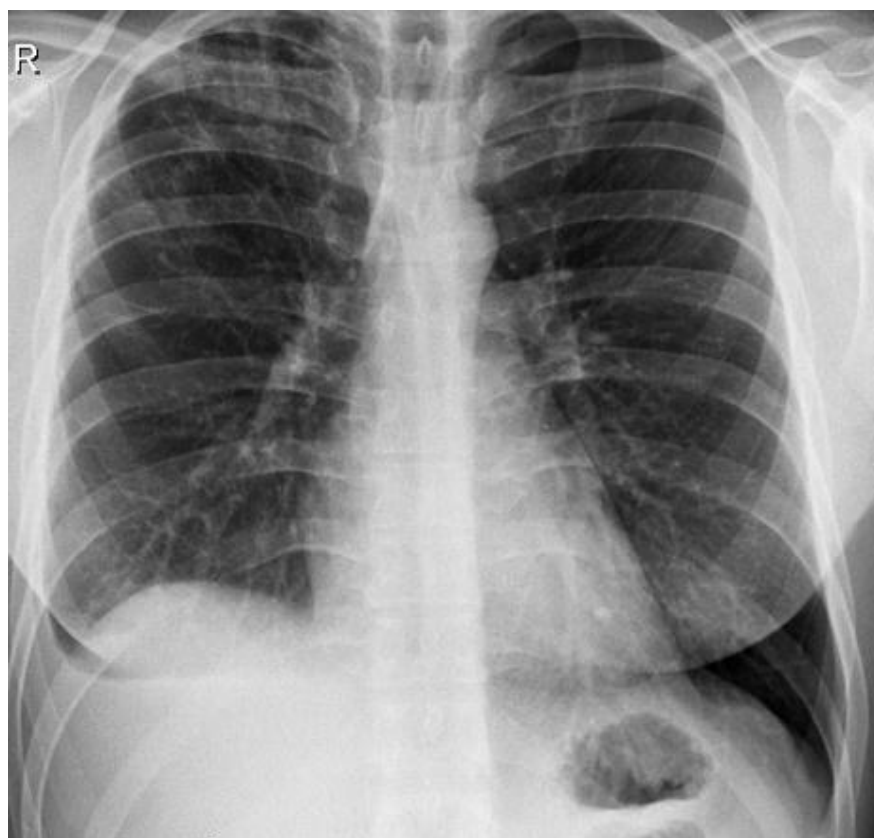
Обзорная рентгенография. Пневмония, осложненная плевритом. Очаговые инфильтраты в верхней доле правого легкого, выпот в правой плевральной полости
